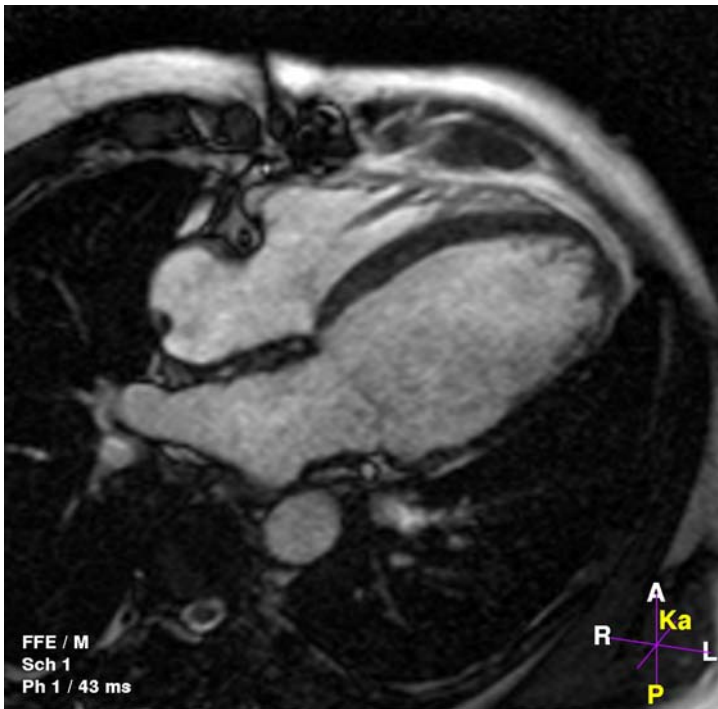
MRT-Vierkammerblick
